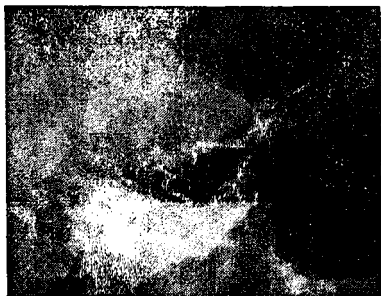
Рентгенограмма турецкого седла "закрытого типа" в норме.
